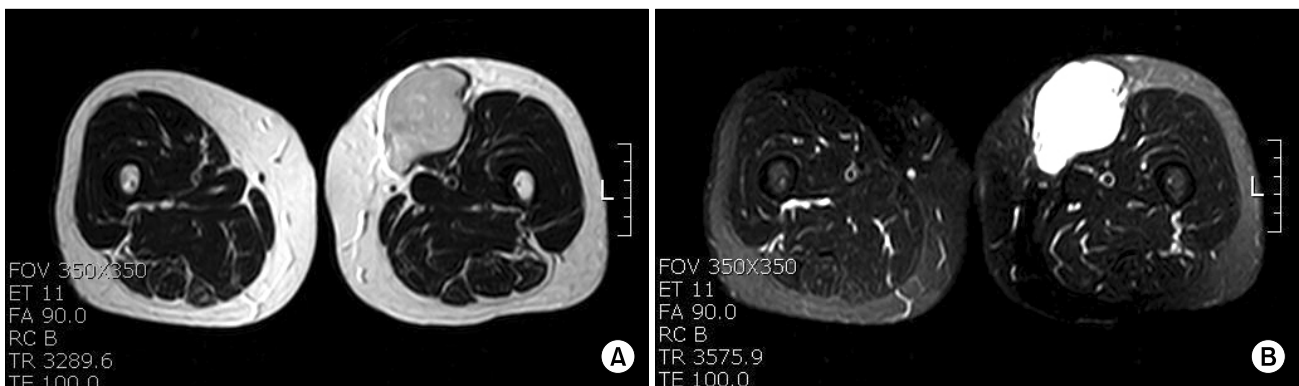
MRI images of the mass in the thigh. A MRI shows 6.6×5.5×4.7 cm sized well-defined lobulated mass in the subcutaneous fat layer of left thigh. (A) Homogeneous low SI on T1WI, (B) heterogeneous high SI on T2WI.
